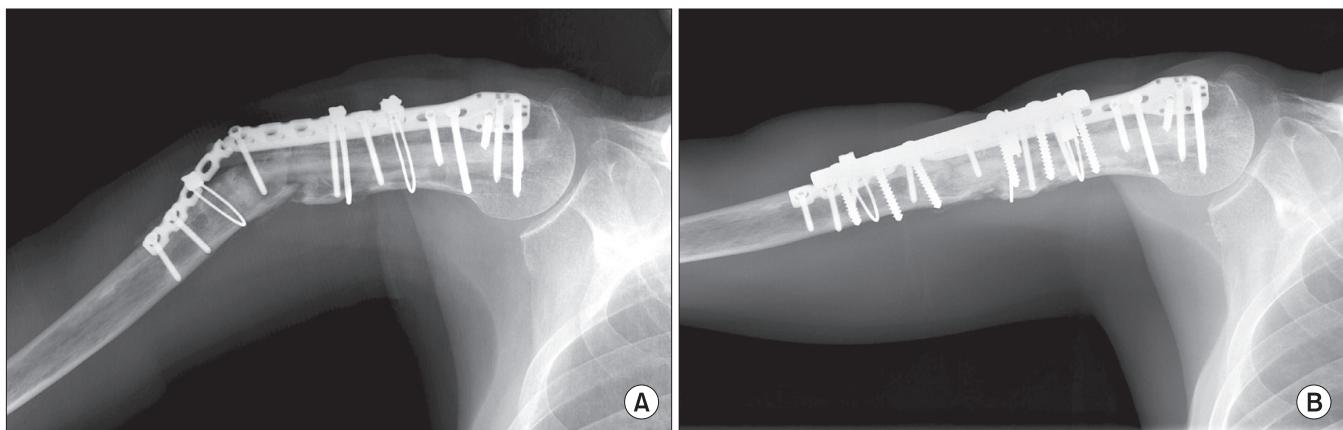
(A) The 5 month postoperative radiograph of right humerus of 58 year old man revealed breakage of plate near the host-allograft bone junction with host bone fracture. (B) Complete incorporation and healing was obtained after a revisional plate fixation and autogenous iliac cancellous bone graft.
